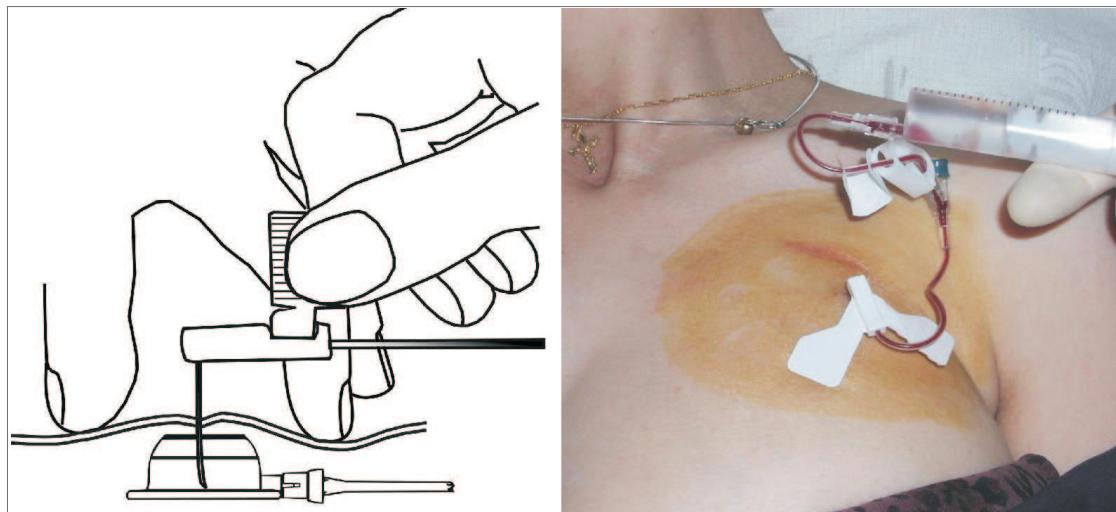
Установка инфузионной системы в подкожный венозный порт
